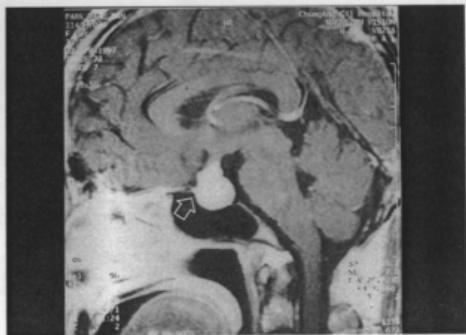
Sagittal T1 MRI showing a pituitary tumor mass with bright signal which is protruding to the sphenoid sinus without suprasellar extension (arrow).
